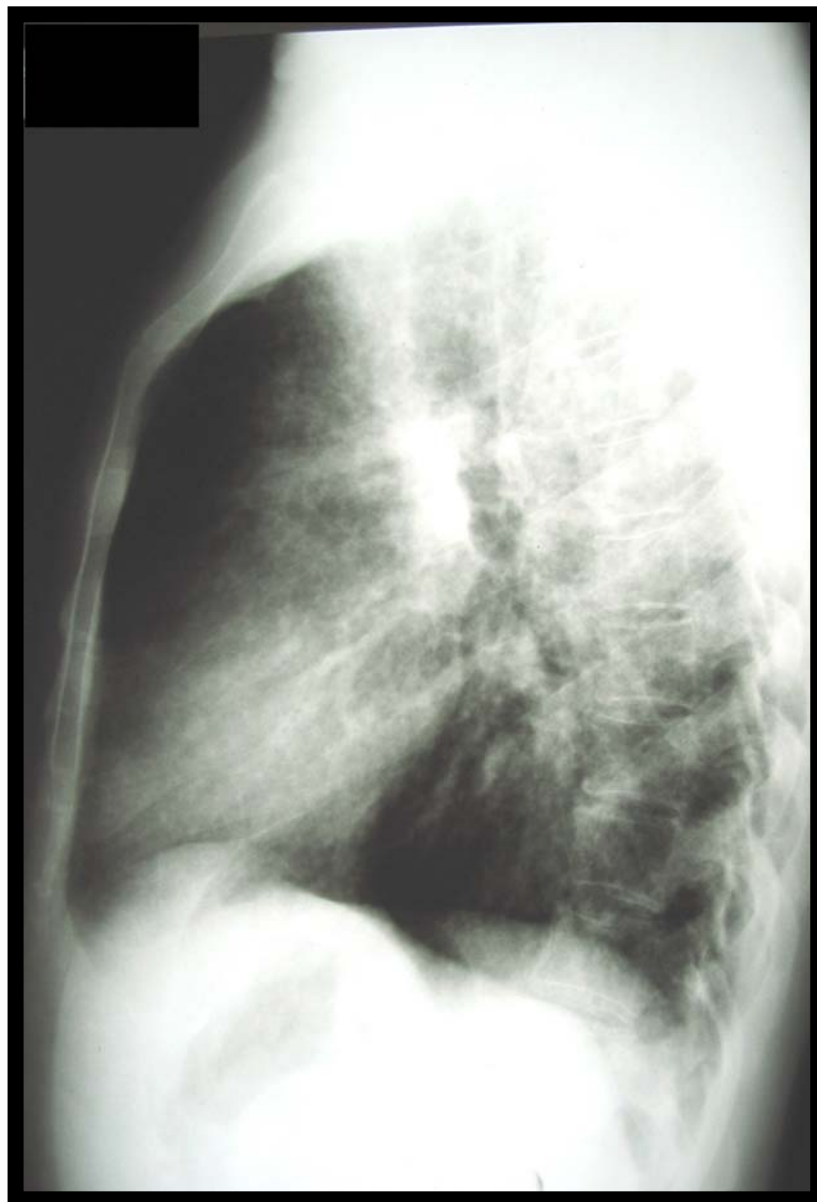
Caso #2, paciente A.G.C., masculino, 49 anos; telerradiografia de tórax em perfil.
